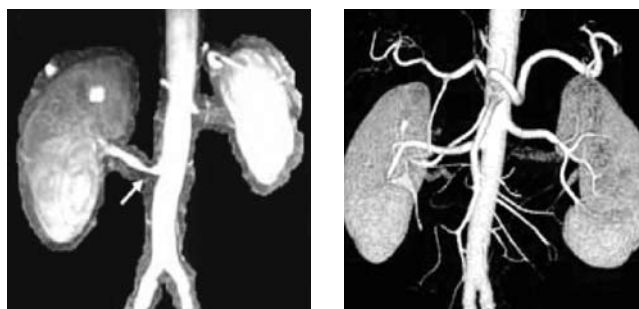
МСКТ у пациента с вазоренальной артериальной гипертензией. Стеноз правой почечной артерии (стрелка).
